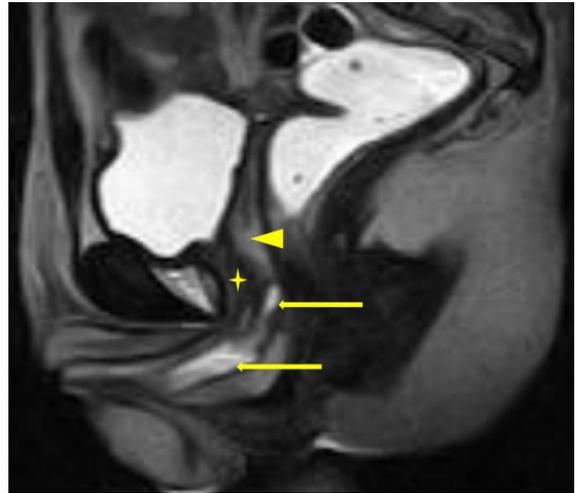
IRM en coupe sagittale T2. Présence d'une cavité vaginale proximale (flèches) mesurant 54mm de hauteur et l'absence d'utérus (tête de flèche). Sur cette même, présence d'une formation inter vésico-rectale en hyposignal T2 et en isosignal T1 et qui faisait évoquer un reliquat de prostate (étoile). Elle mesurait 34mm de hauteur, 14mm de largeur et 16,6mm d'épaisseur soit un volume de 3,95cm³. *Sagittal MRI T2. Presence of a lower vaginal duct (arrows) which measure 54mm length and non-uterus (arrow head). This figure showed an inter vesical-rectal formation in hyposignal T2 and in isosignal T1 which evoked a residue of prostate (star). It measured 34mm in height, 14mm in width and 16,6mm in thickness, a volume of 3,95cm³*
